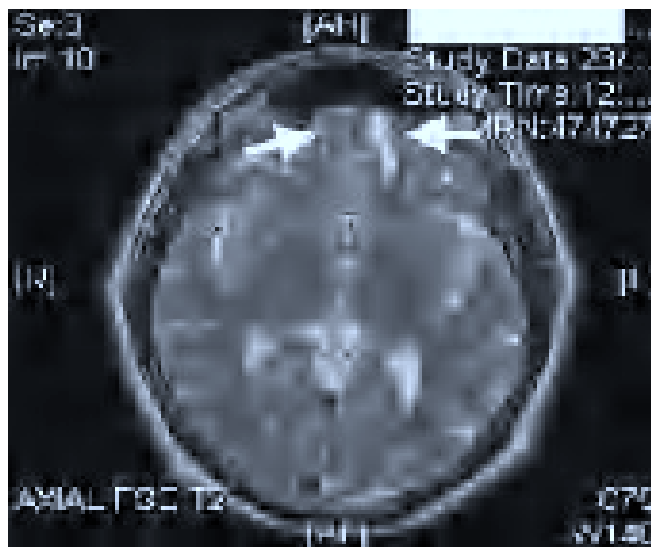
RM axial. Hematoma bulbo olfatorio.
